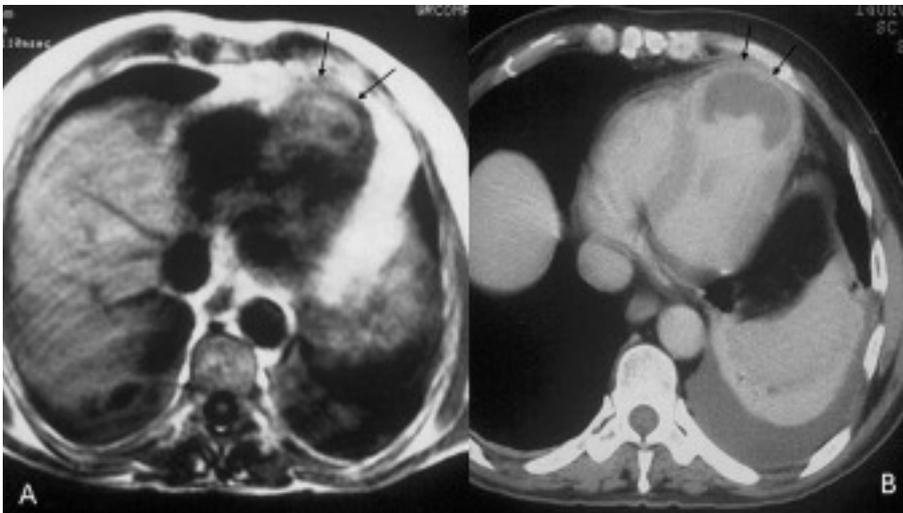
A: Resonancia magnética. B: Tomografía computarizada. Al mes del diagnóstico se visualizaba en el ápex del ventrículo izquierdo un hematoma intramiocárdico organizado (flechas).
